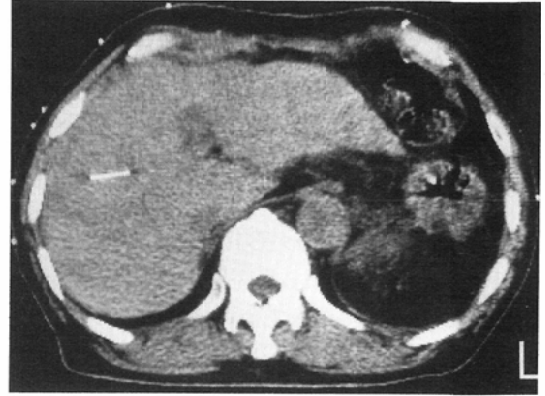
CT taken at the quiet expiration end phase for verification in the patient No.2.
